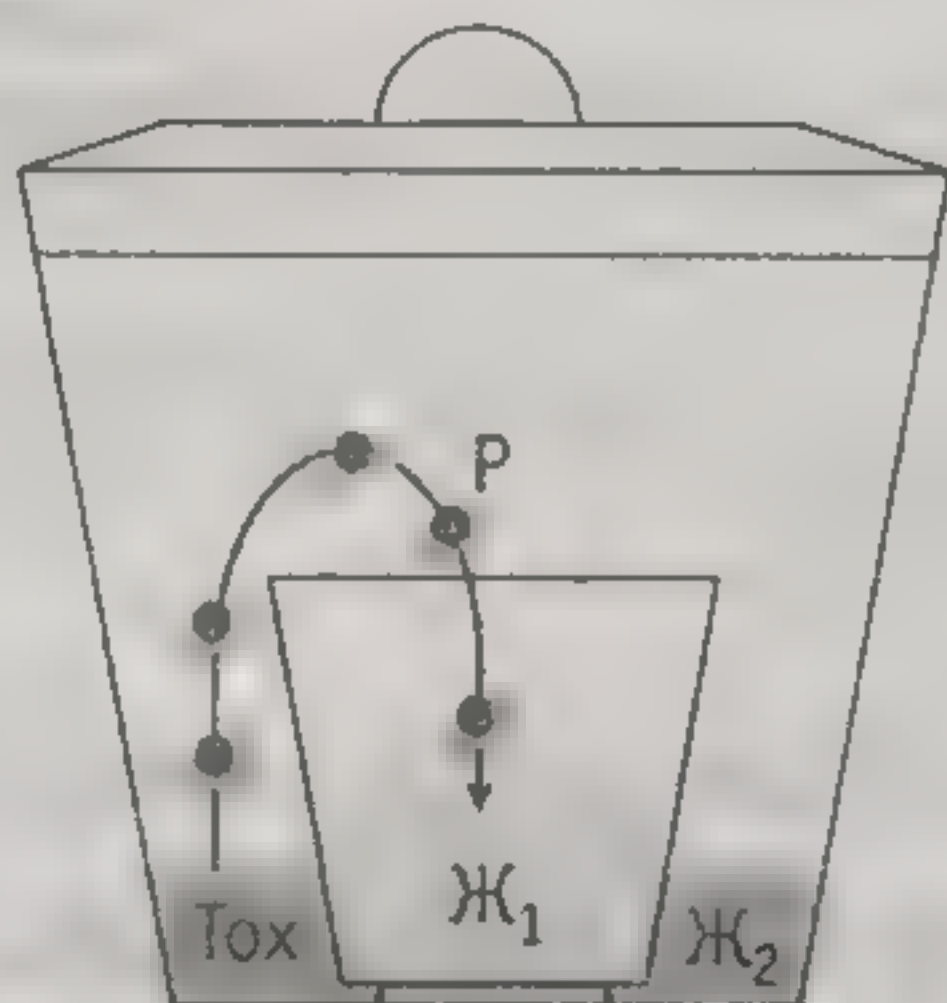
Микродиффузия молекул летучего яда (Tox) из вытесняющей жидкости ( $Ж_1$ ) в абсорбирующую жидкость ( $Ж_2$ ) через газовую фазу до выравнивания давления и концентрации в системе
